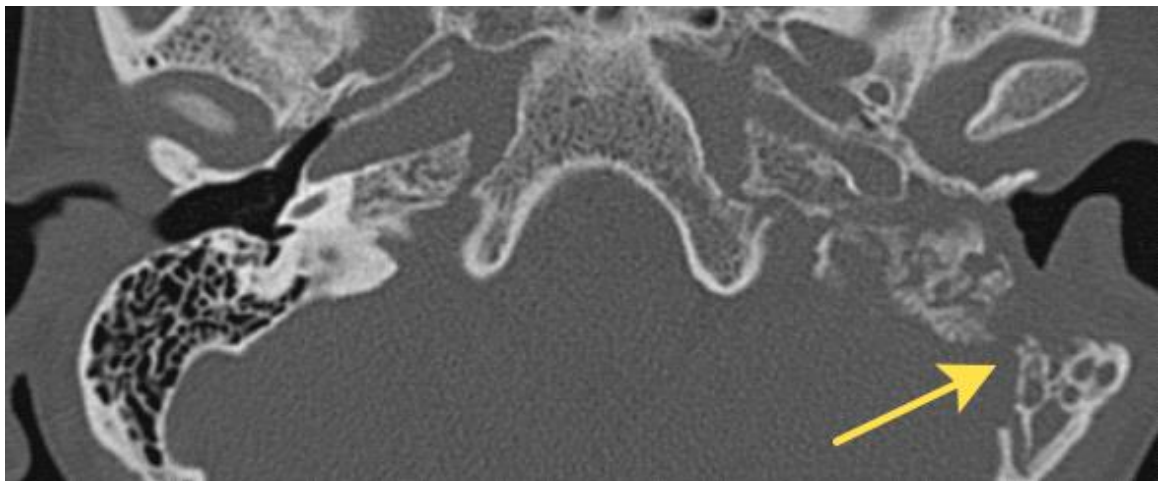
КТ височных костей в аксиальной проекции. Стенки сигмовидного синуса неровные, с явлениями деструкции, определяется дефект на протяжении 0,2 см (указано стрелкой).
